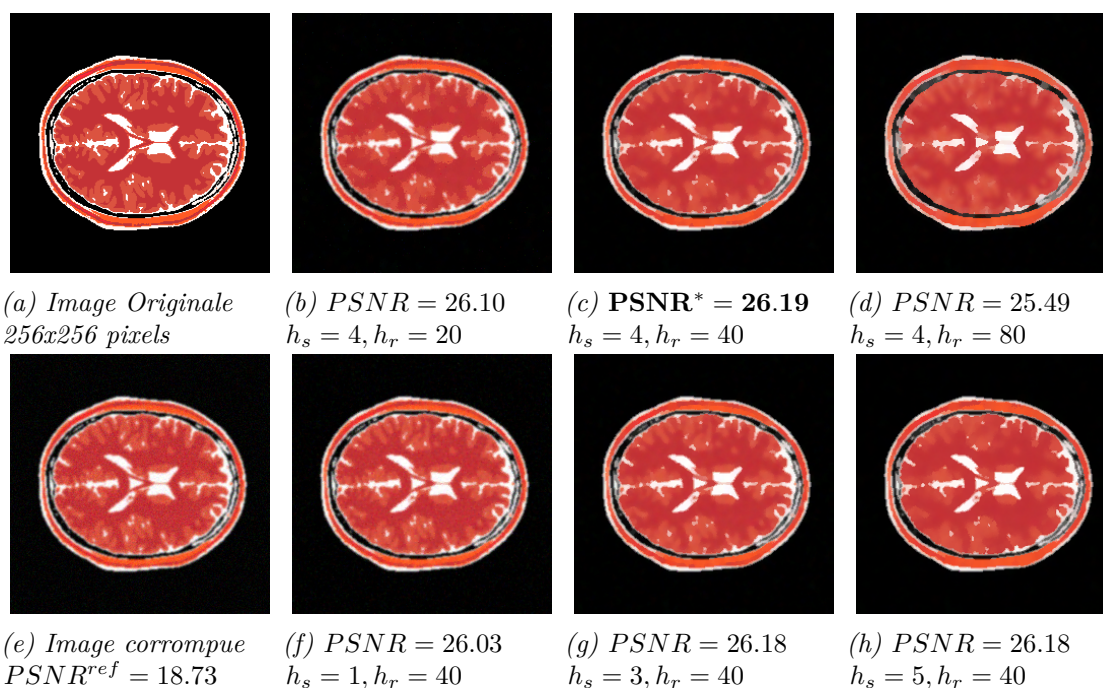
Filtrage *mean-shift* de l'image de synthèse IRM avec différents paramètres d'échelles. (A) image originale de 256 x 256 pixels; (E) image corrompue avec un flou gaussien ($\sigma = 1$ rayon du filtre de 63 pixels) et bruit gaussien ($\sigma = 10$); (B), (C), (D), (F), (G) et (H) montrent différents résultats obtenus en faisant varier h_s et h_r . Pour chaque image, le *PSNR* avec l'image d'origine est donné. Le cas (C) correspond au filtrage optimal par rapport au *PSNR*.
